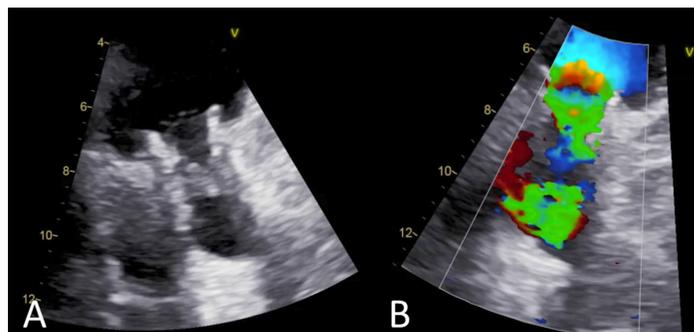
A –Ecocardiografía con engrosamiento de valvas de la endoprótesis Melody. B–Doppler color al mismo nivel, observándose aceleración y estrechamiento del flujo transvalvular.
